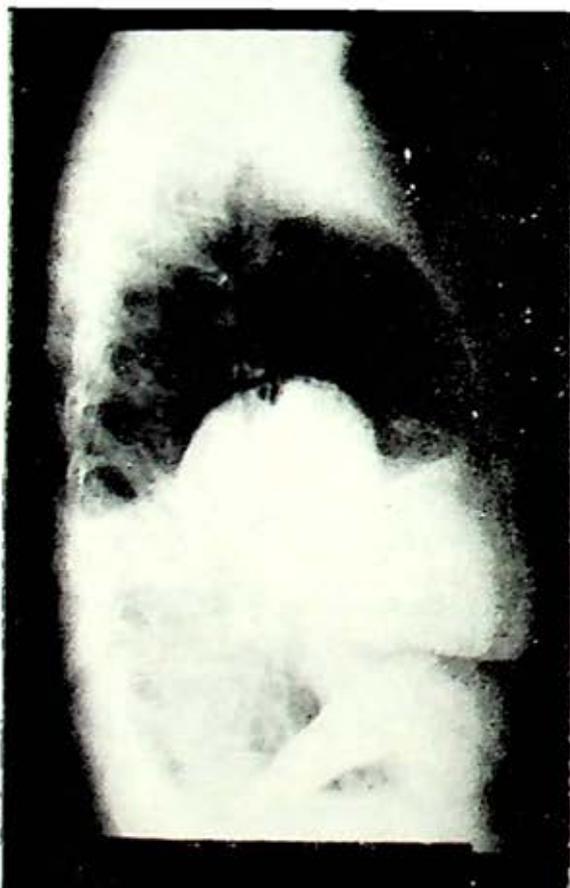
Radiografía lateral izquierda del caso anterior, confirma la existencia del derrame pleural. Se observa con claridad, la opacidad redondeada de 10 cm. de diámetro aproximadamente. Se nota con mayor nitidez la zona de calcificación.
